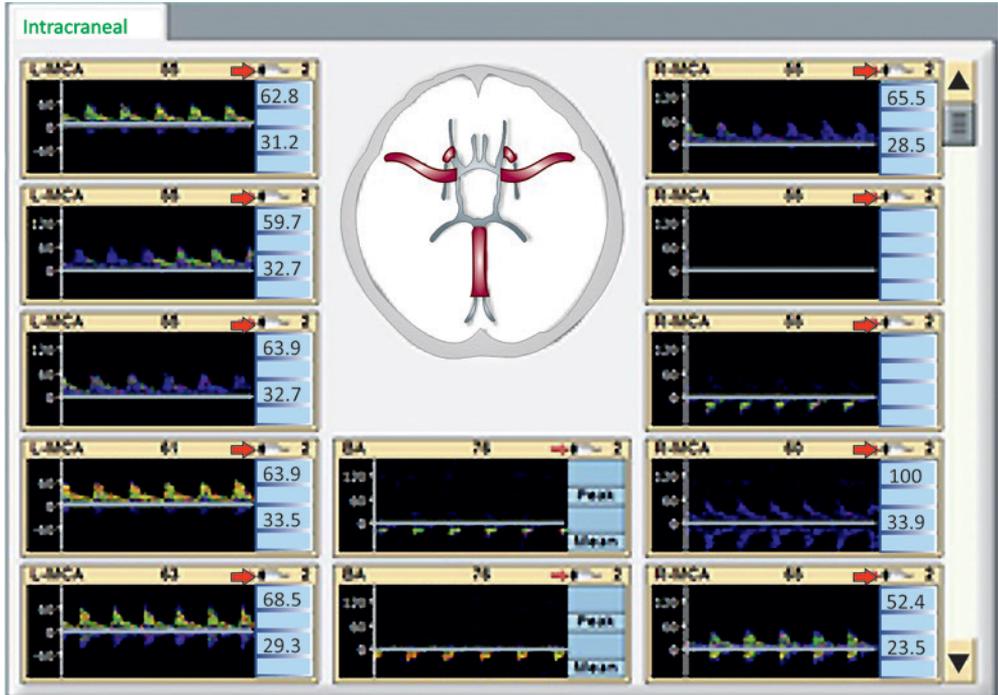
Estudio con Doppler transcranial que muestra, en la insonación de las arterias cerebral media y basilar, imágenes compatibles con los patrones de alta resistencia en la hemorragia intracerebral espontánea.
